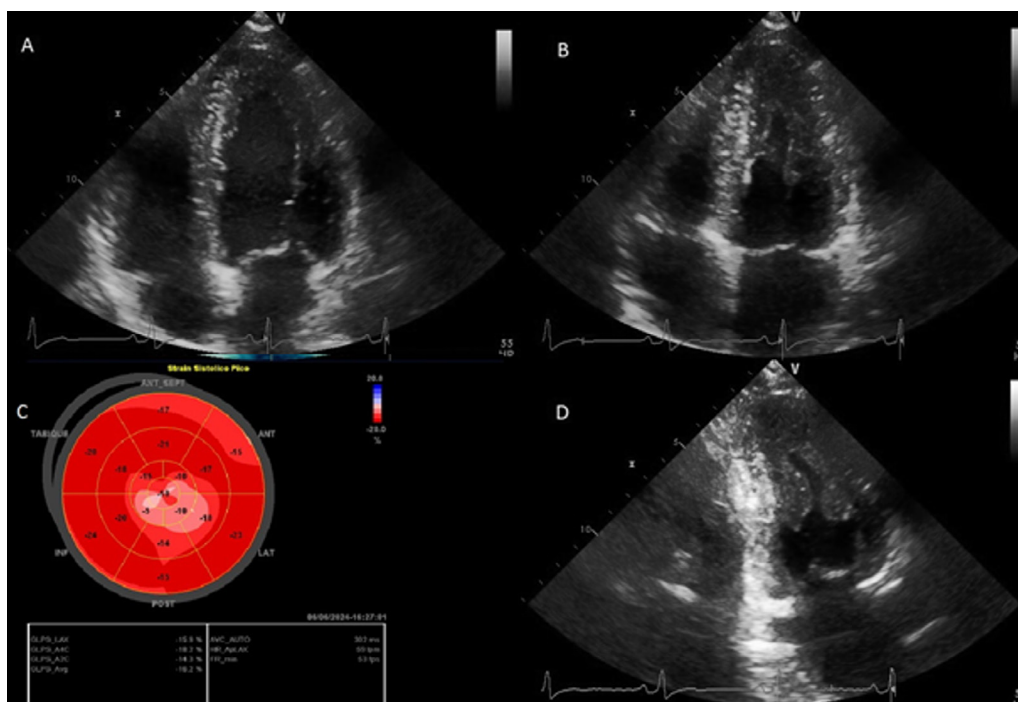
Ecocardiograma: demuestra signo de “as de espadas”, con hipertrofia significativa en ápex del ventrículo izquierdo, con un grosor máximo de 16 mm y sin evidencia de obstrucción del tracto de salida.
